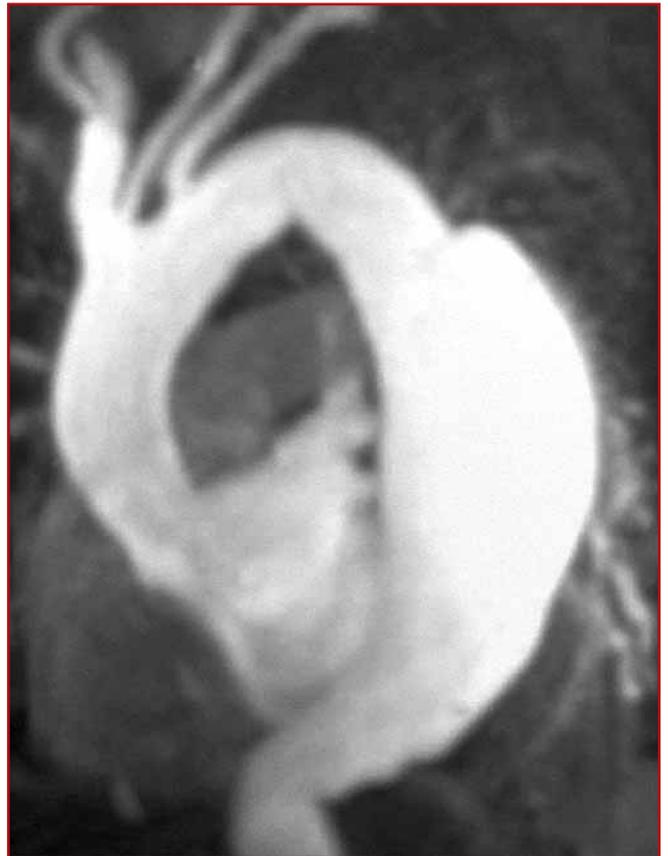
Complication évolutive de l'HPA. IRM: HPA – développement secondaire d'un anévrysme de l'aorte thoracique descendante.
